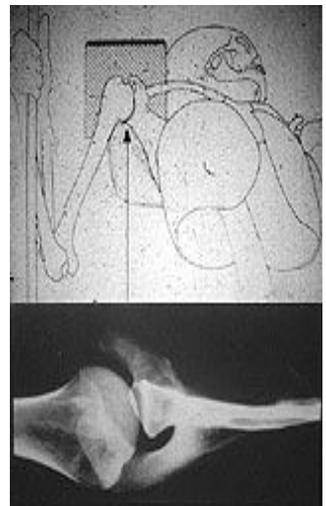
radiographie de l'épaule de profil axillaire.
